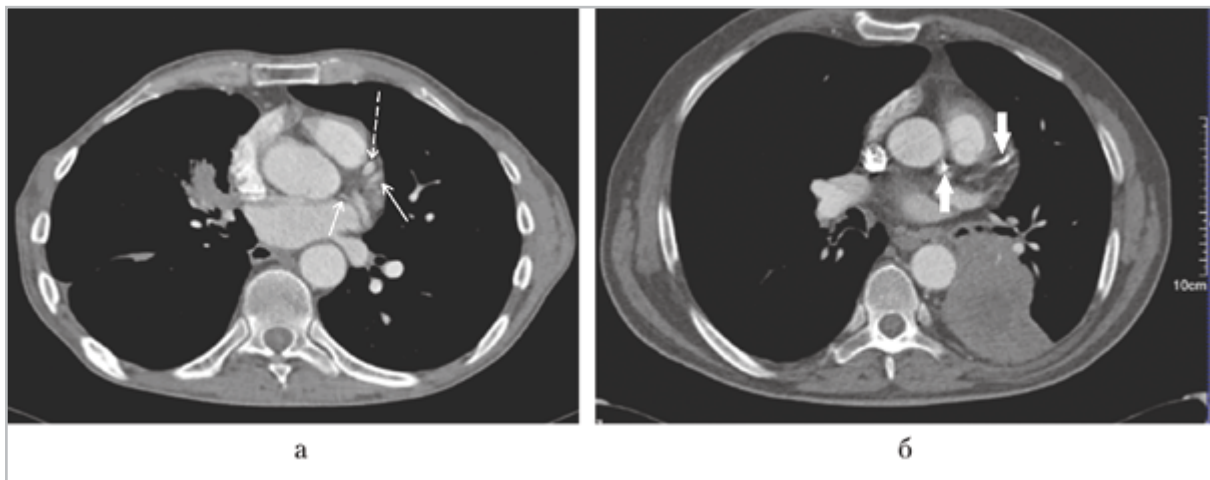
КТ-ангиограммы грудной клетки пациентов с центральным раком легкого: *а* — стент в передней нисходящей артерии (*пунктирная стрелка*), отмечается сниженное контрастирование коронарных артерий (*тонкие стрелки*); *б* — видны кальцинированные бляшки в обеих коронарных артериях (*толстые стрелки*)
